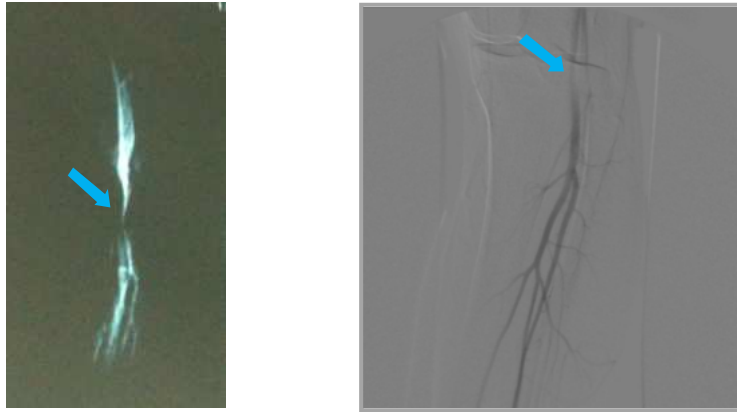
(izquierda). Angio-RMN dinámica. (La flecha señala la reducción del calibre de la segunda porción de la arteria poplítea izquierda en flexión plantar). Imagen 2 (derecha). Arteriografía intravascular dinámica con stop en la segunda porción de la arteria poplítea izquierda en flexión plantar de tobillo. (La flecha señala el stop del contraste)
